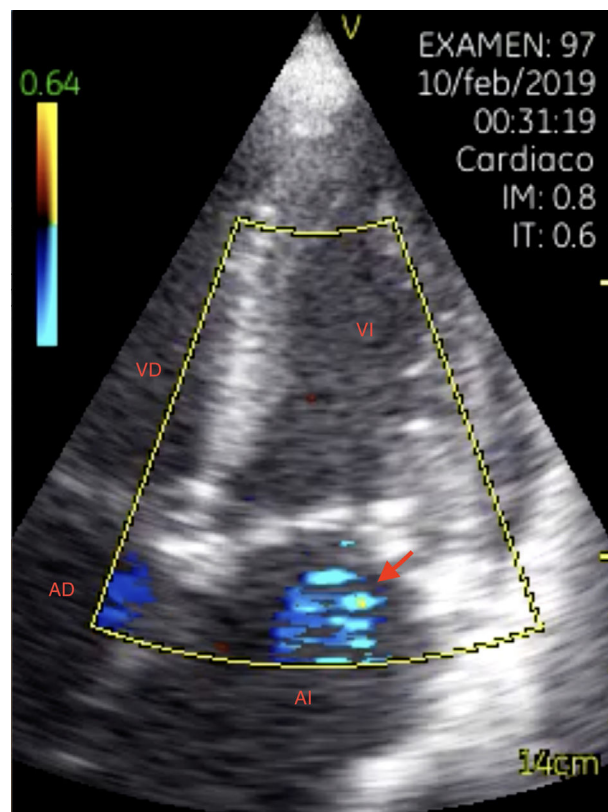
Plano apical 4 cámaras: insuficiencia mitral. AD: aurícula derecha; AI: aurícula izquierda; VD: ventrículo derecho; VI: ventrículo izquierdo.
